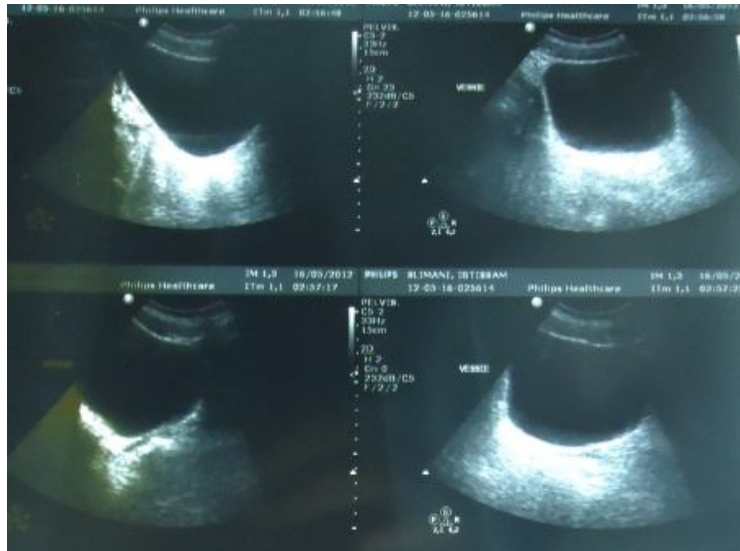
aspect échographique confirmant l'agénésie utérine et ovarienne.
